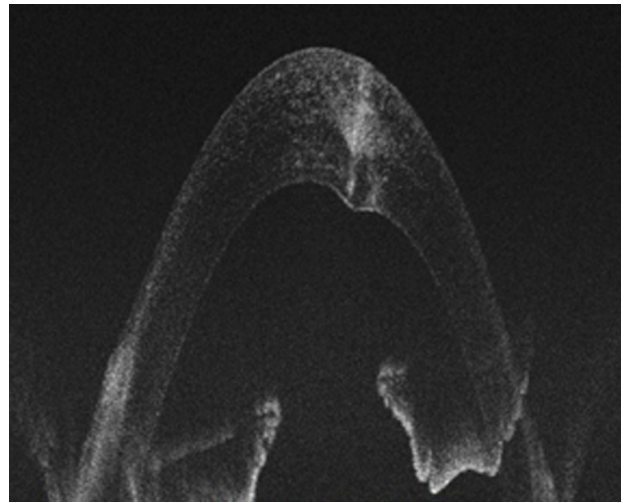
Anterior segment optical coherence tomography at initial visit. The chestnut thorn penetrated the cornea deep into the Descemet's membrane.
